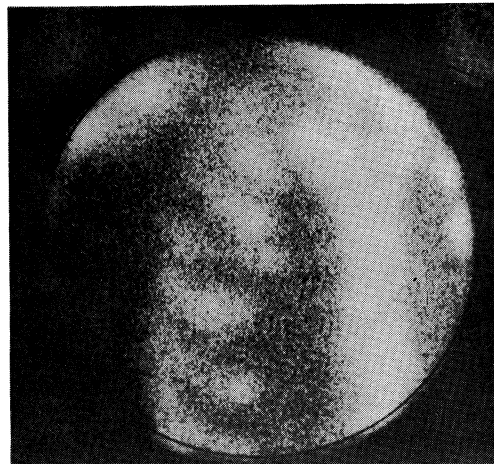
Bone scintigraphy in the chest
